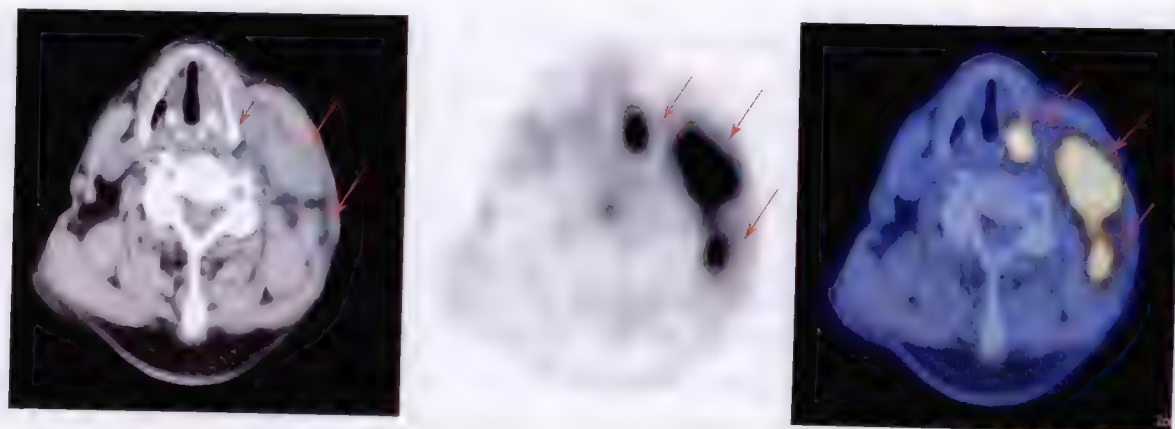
左侧喉癌伴淋巴结转移 ^{18}F -FDG PET/CT 显像
